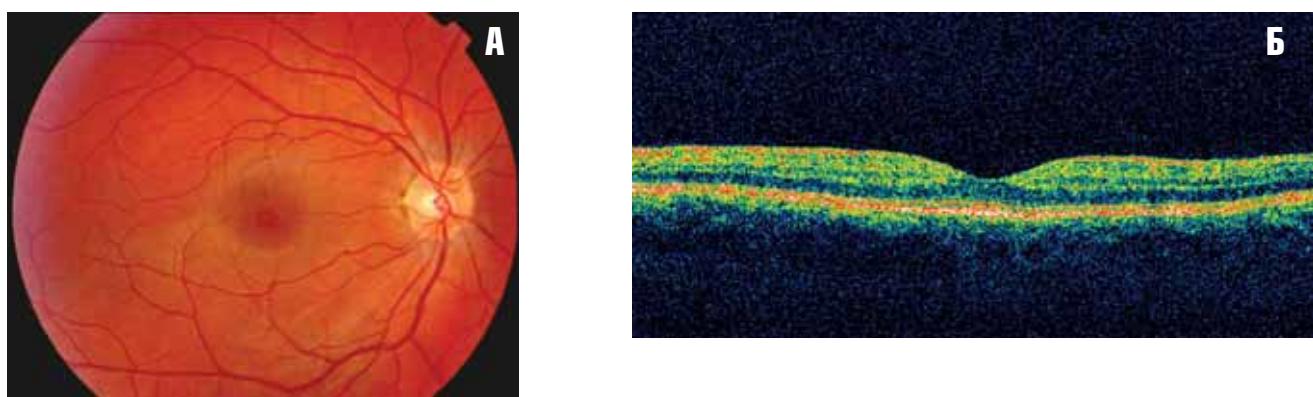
Цветная фотография (А) и томограмма макулярной области (Б) той же пациентки, что и на рис. 1, 2 при осмотре через 6 месяцев
